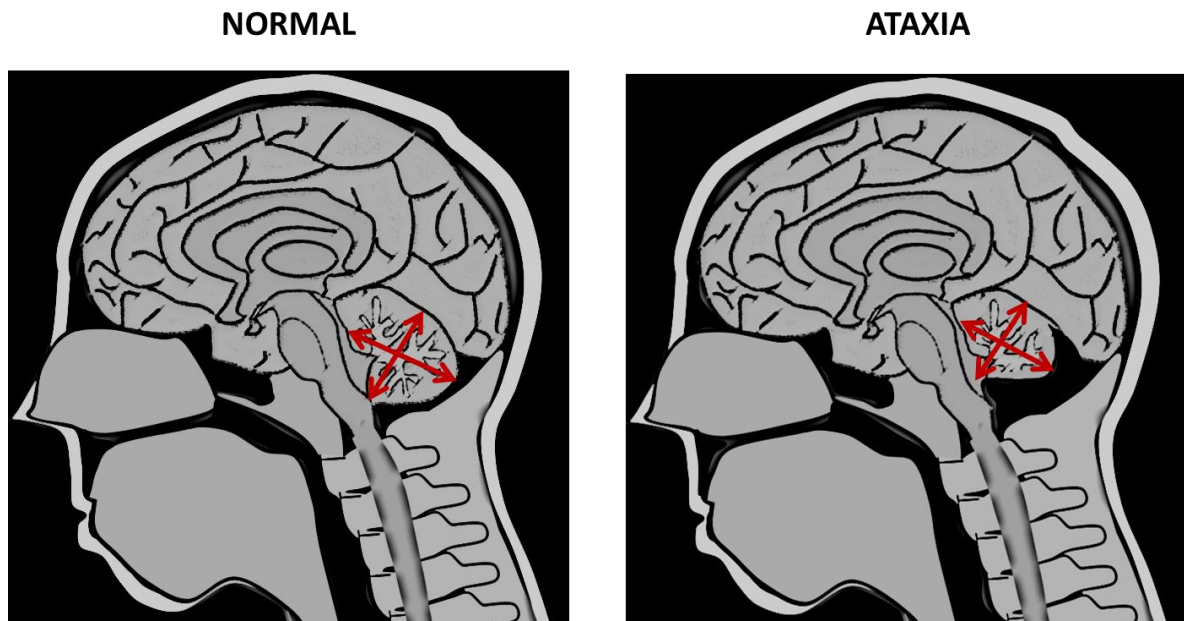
La ataxia presenta una notoria disminución del tamaño del cerebelo que puede observarse en las RM.
